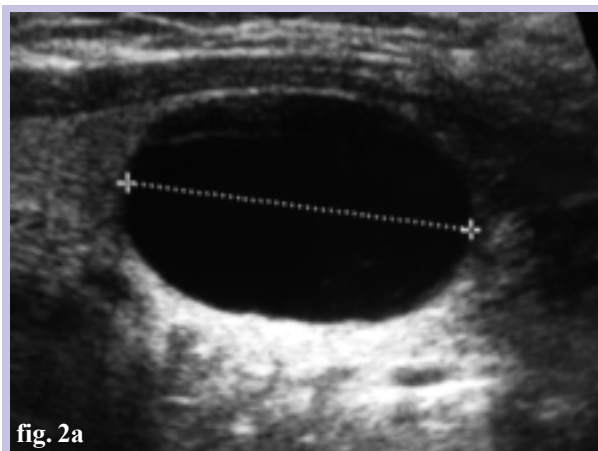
Ecografias da tireoide (sonda de 7,5 Mhz)- Nódulos tireóideus com critérios ecográficos de benignidade: a) nódulo anecogênico, de parede fina e regular, bem delimitado do parênquima adjacente, com reforço posterior dos ecos (quisto colóide simples); b) Nódulos hipoecogênicos coalescentes com artefactos de reverberação em cauda de cometa (seta), em relação com nódulos colóides; c) Calcificação intranodular grosseira (seta) com dimensão superior a 2mm e com cone de sombra acústica; d) Ecografia Doppler a cor mostrando um nódulo com padrão de vascularização periférico.
